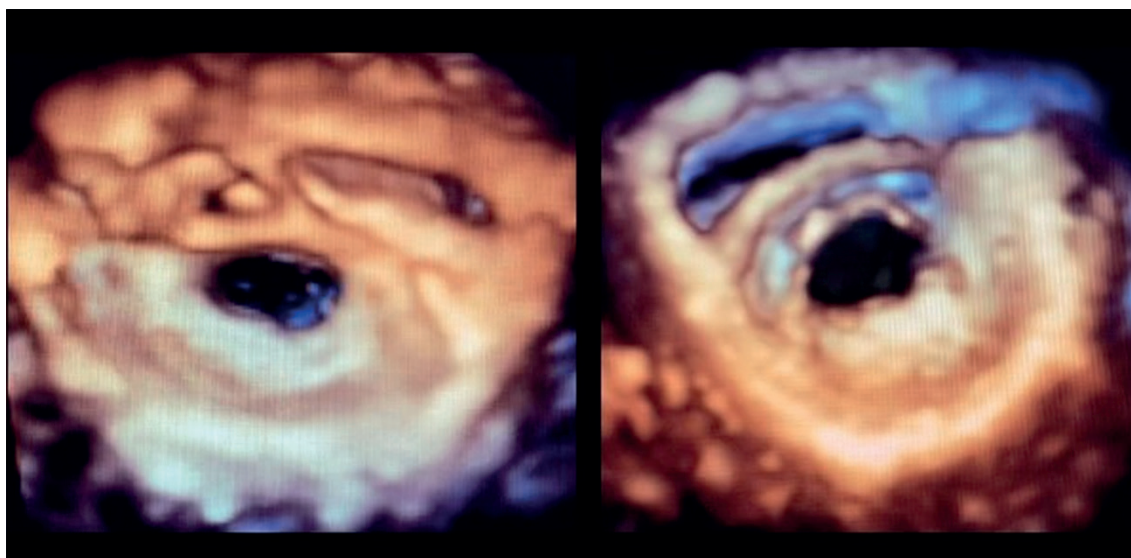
Ecocardiografia transtorácica tridimensional da valva mitral. À esquerda, face atrial; à direita, face ventricular.
